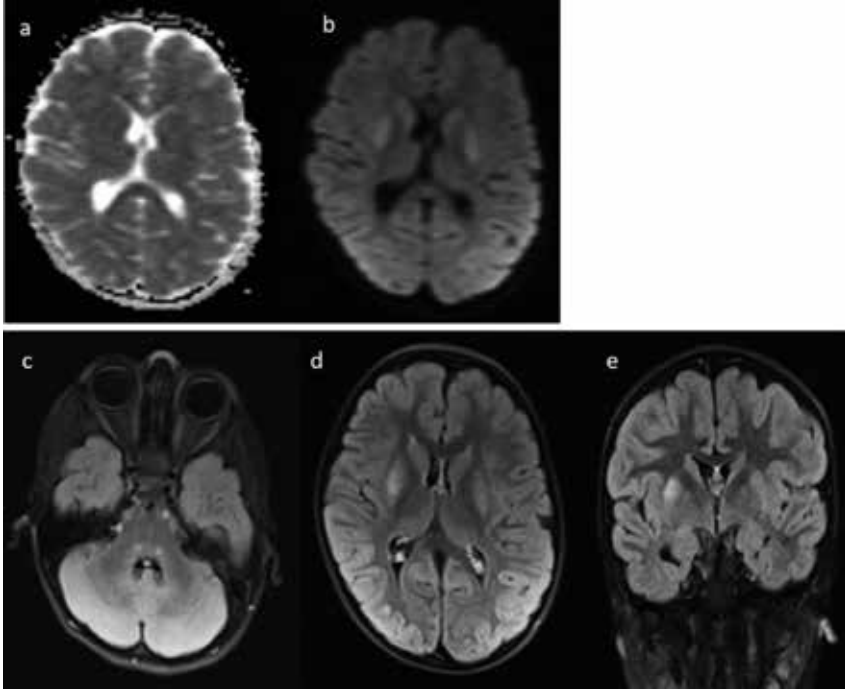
Böbrek yetmezlikli erişkin olguda; (a, b) bilateral bazal ganglionlarda simetrik difüzyon kısıtlaması görülmektedir. (c) Bilateral eksternal kapsul ve internal kapsulde T2A görüntülerde metabolik asidozu telkin eden lentiform çatal işareti ile uyumlu sinyal artışı. (c, d) T2A ve FLAIR görüntülerde simetrik sinyal artışı izleniyor. (e) T1A görüntülerde aynı bölgelerde T1A görüntülerde hipointensite görülüyor. (f-j) On bir günlük tedavi sonrası alt taraftaki görüntüler tama yakın gerileme gelişmiştir.
